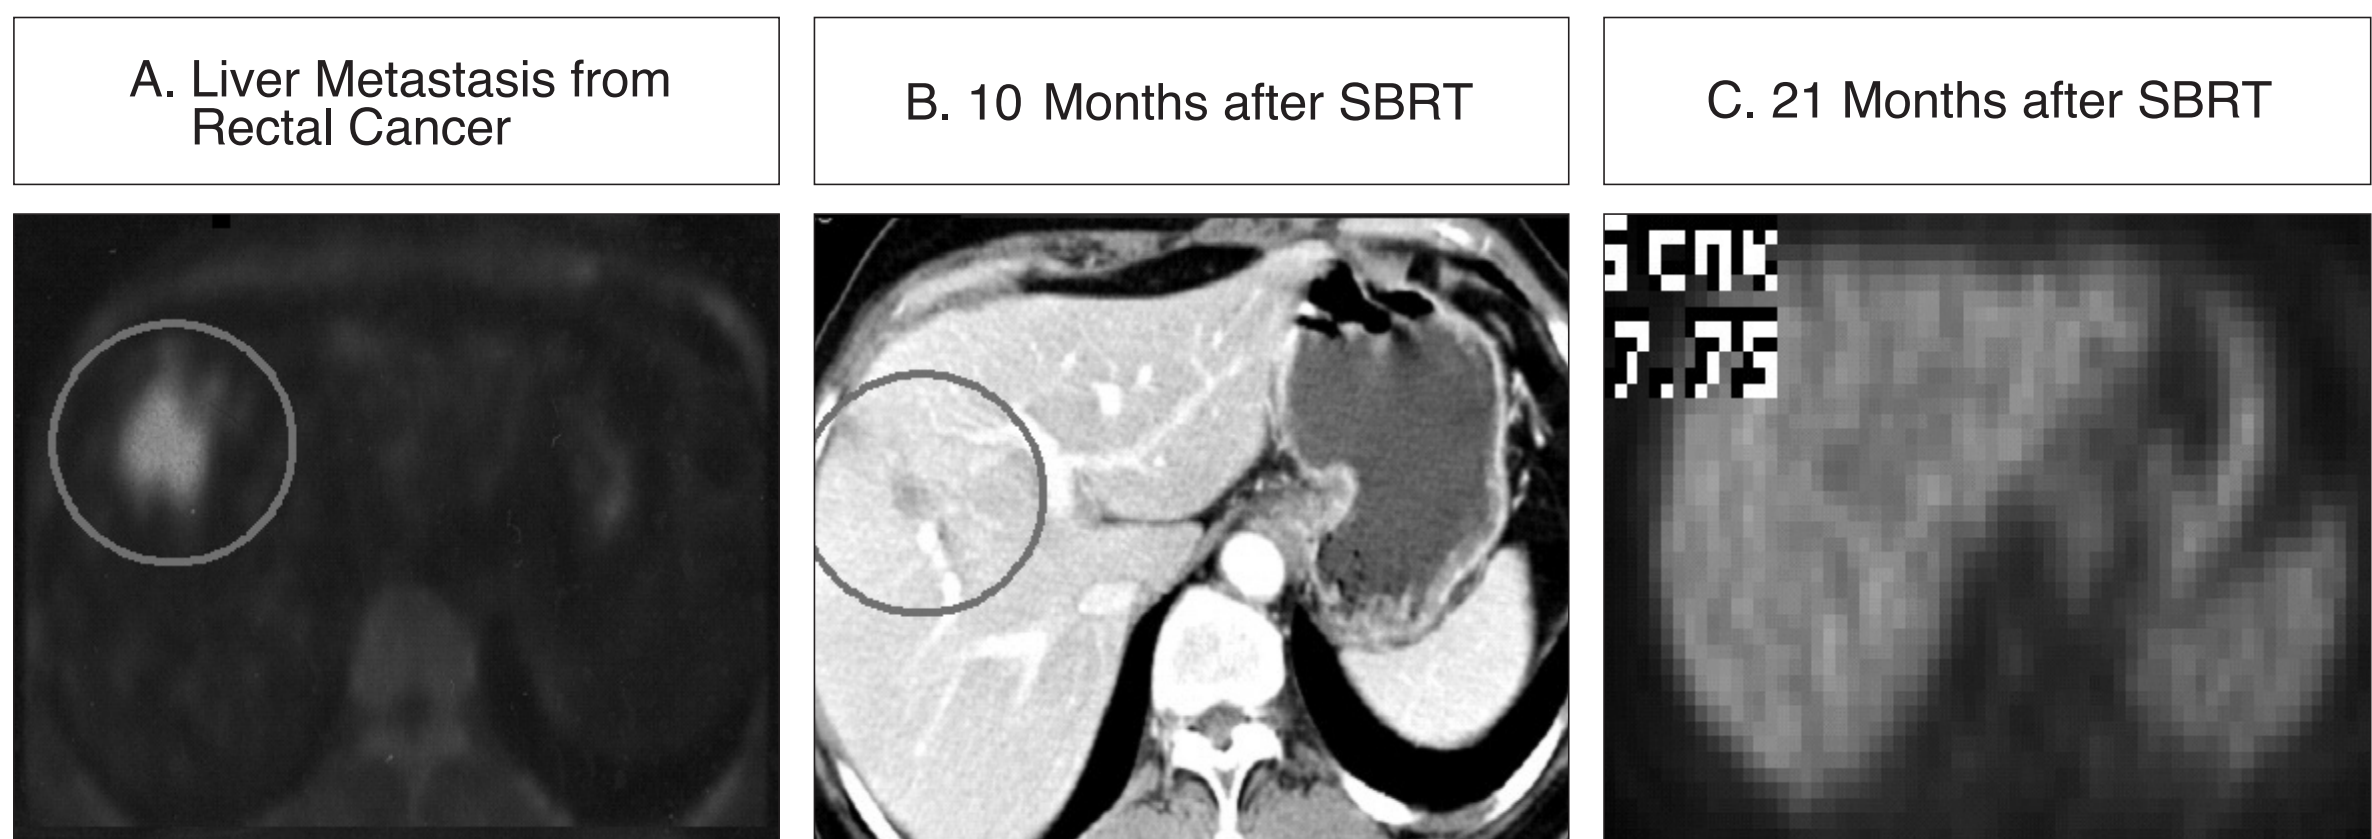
(A) is PET/CT images for a patient with liver metastasis from rectal cancer. (B) is showing small lesion on CT 10 months after SBRT, which is difficult to distinguish between residual tumor or radiation reaction. PET or PET/CT would be helpful for differential diagnosis. (C) is showing continued complete response on PET at 21 months.
